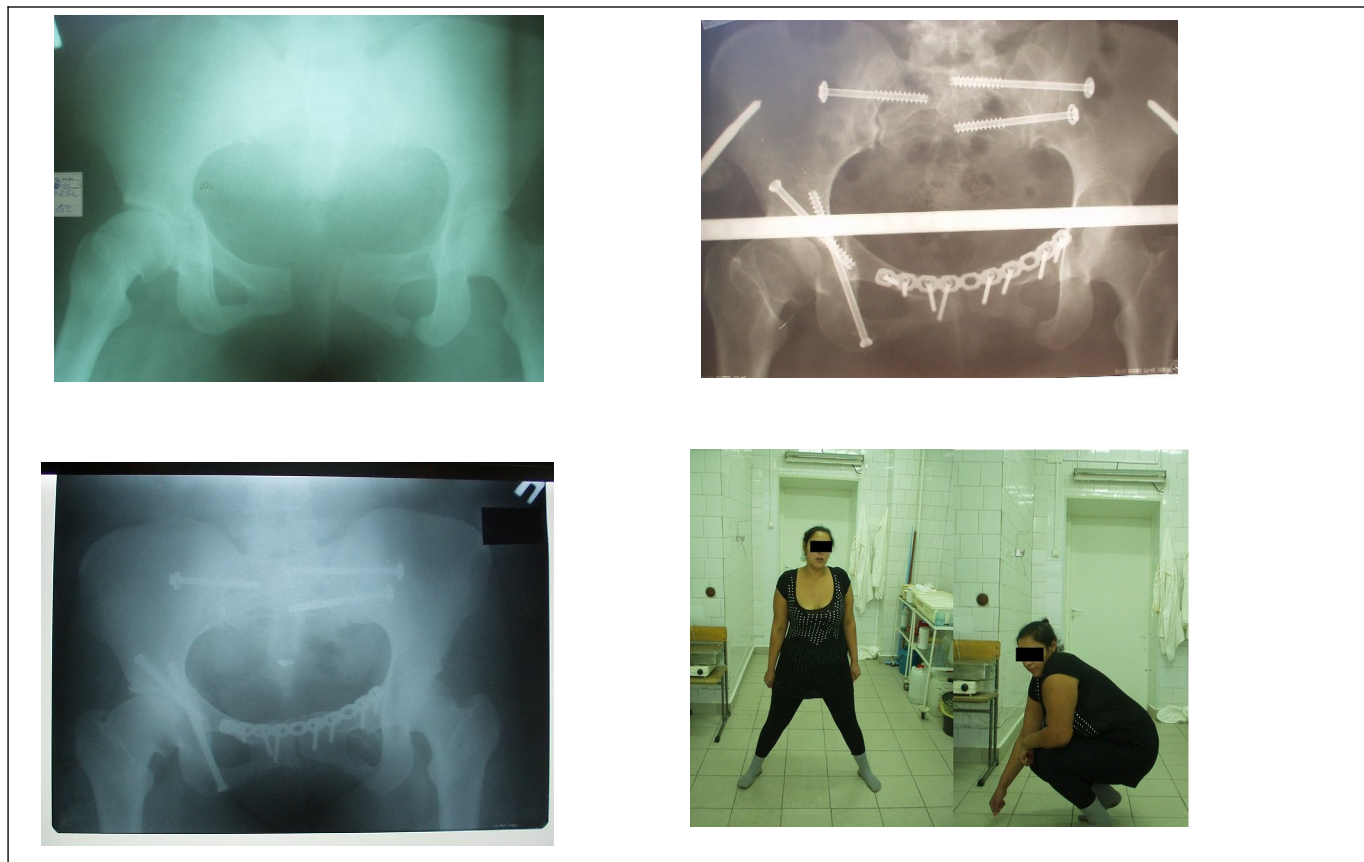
Пациентка Б. Верхний ряд — рентгеновские снимки при поступлении и после остеосинтеза таза, нижний ряд — рентгеновский снимок и внешний вид пациентки спустя 3 года после травмы. Нужно отметить, что пациентка похудела на 17,0 кг.
